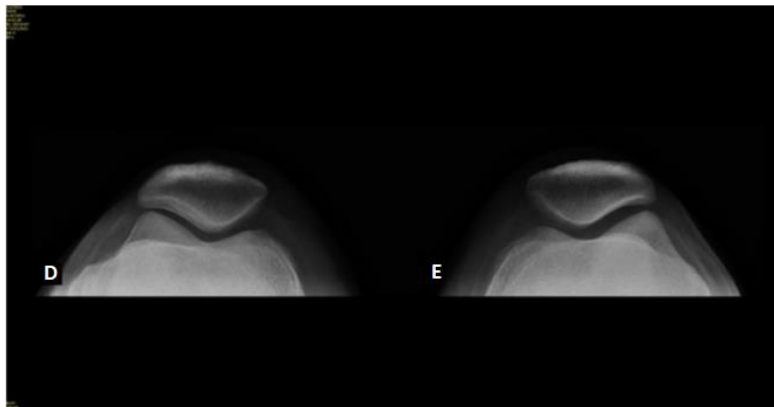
Radiografia do paciente P4, joelho direito (D) e esquerdo (E), com posicionamento de incidência axial.
